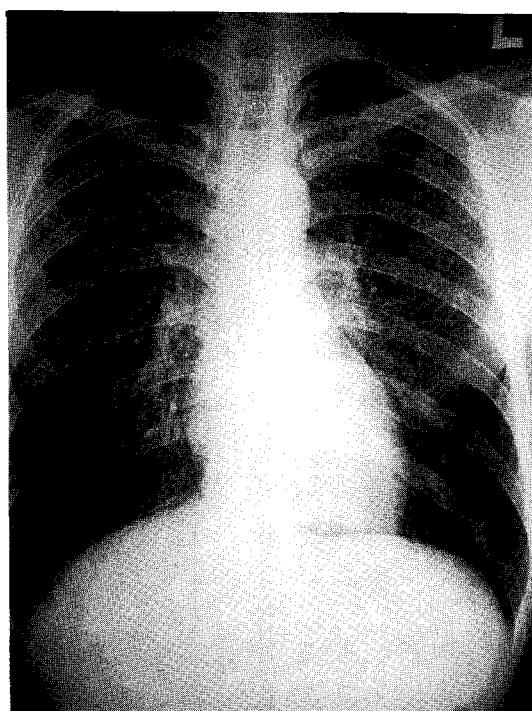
The chest roentgenogram reveals reticulonodular opacities with sparing of costophrenic angle.
